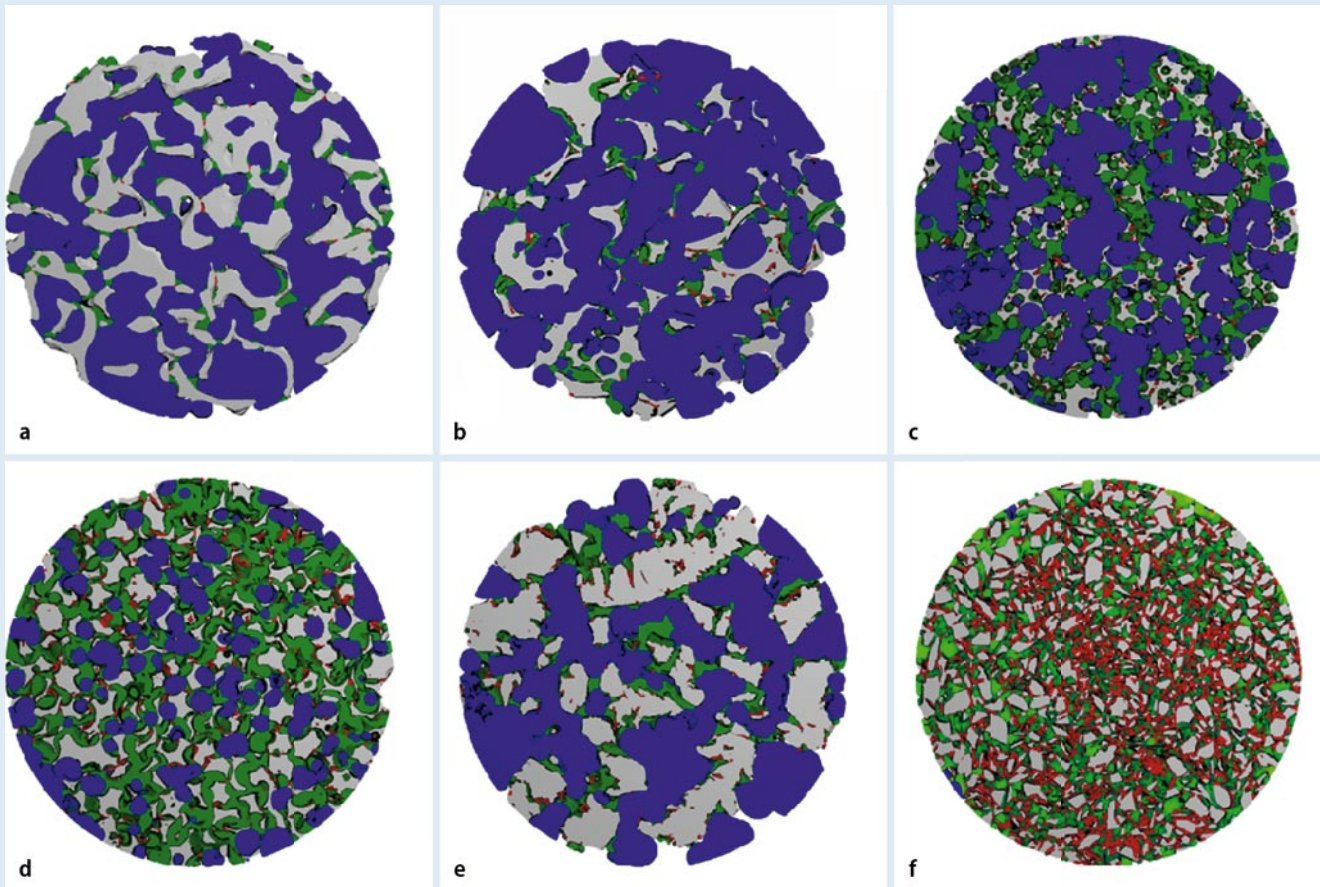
▲ Mikro-CT-Schnittbilder durch Schüttungen nativer KEM [16]. 2-D-Rekonstruktionen mit farblicher Kodierung der Porengrößen (rot: Poren <60 µm, grün: Poren 60–250 µm, blau: Poren >250 µm). a Bio-Oss® (Partikelgröße 1000–2000 µm), b Osbone® (1000–2000 µm), c ChronOs® (700–1400 µm), d Straumann® BoneCeramic (500–1000 µm), e NanoBone® (1000×2000 µm), f PerioGlas (90–710 µm)
